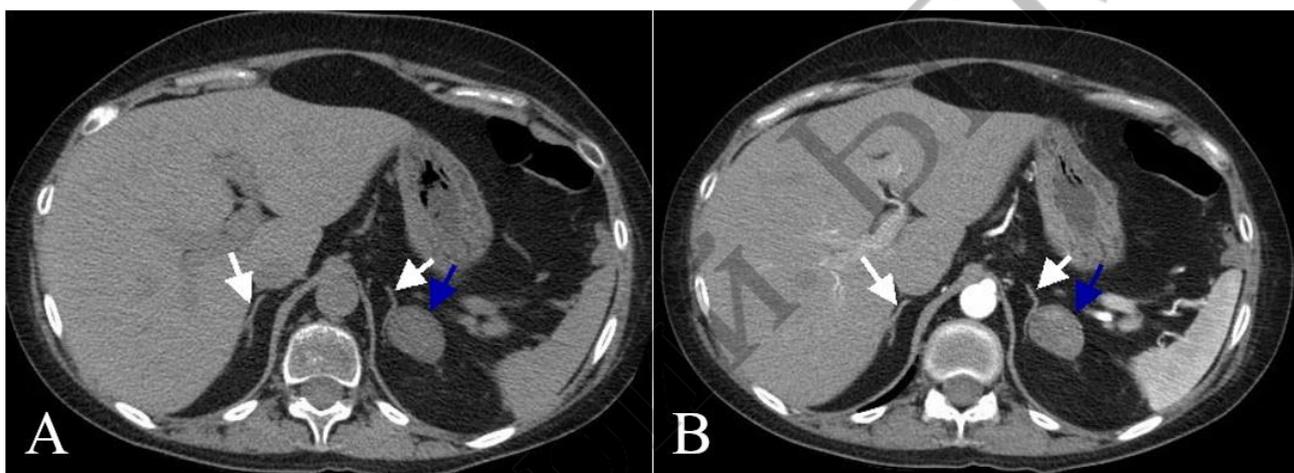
Кортикостерома (отмечена синей стрелкой) при нативной (А) и в артериальную фазу (В) контрастно-усиленной КТ, белой стрелкой отмечены гипотрофичные контралатеральный и пораженный надпочечники
